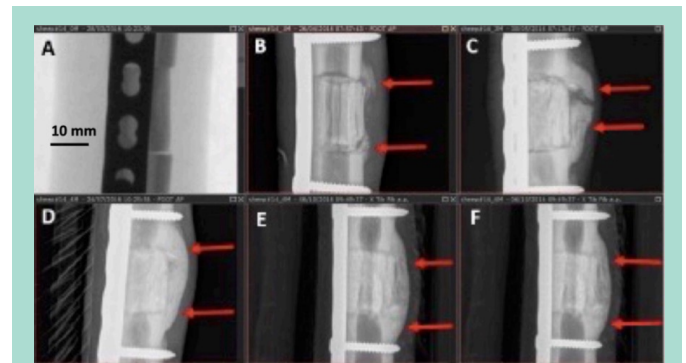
Verschiedene Stadien der Hornhaut Formation. Serielle Röntgenaufnahmen auf die gleichen Schafe. (A): sofort Röntgenaufnahme nach der Implantation, (B): Monat 1, nicht brückender Kallus, (C): Monat 2, teilweise überbrückende Hornhaut, (D): Monat 4, vollständige Überbrückung Kallus, (E,F): Monate 5,6, vollständig Überbrückung unverändert.
